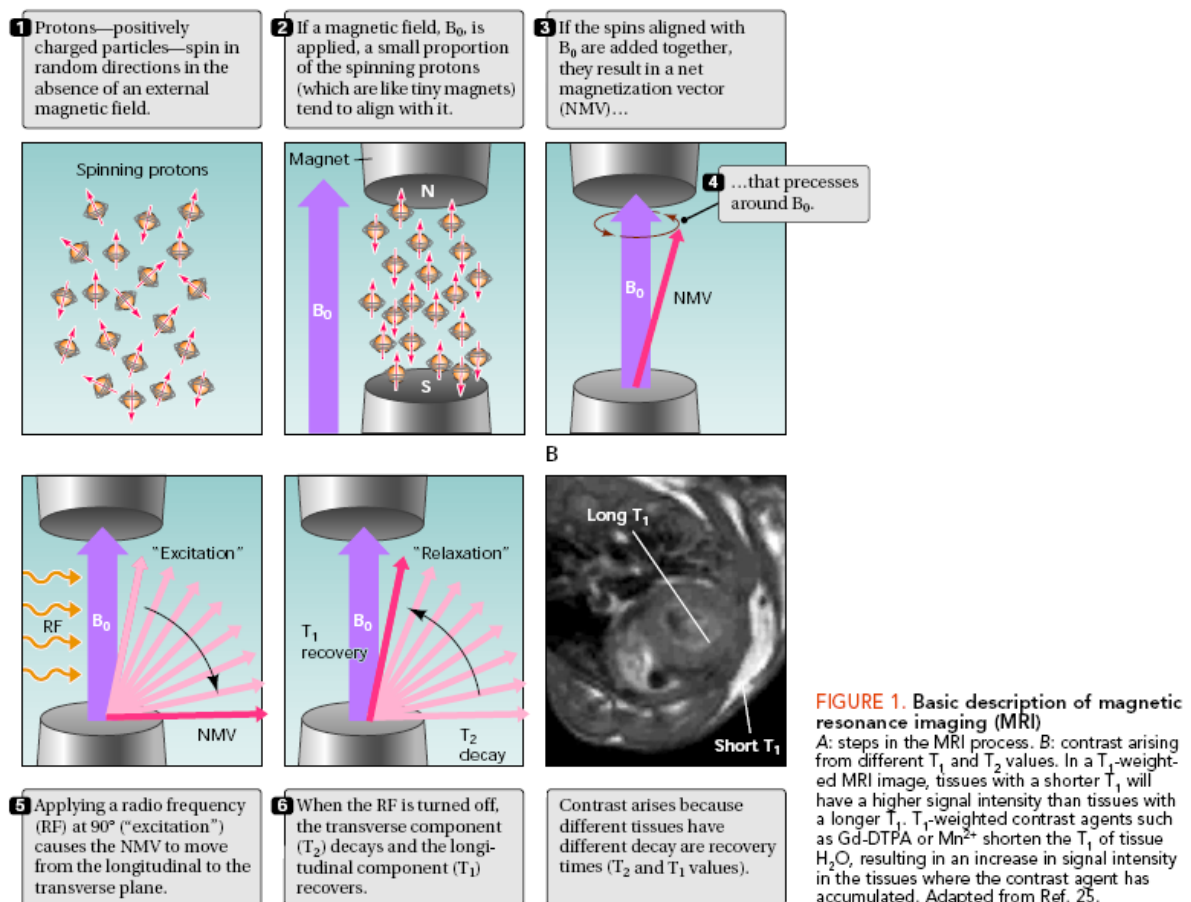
Prinzipien der Magnet-Resonanz-Tomographie.
